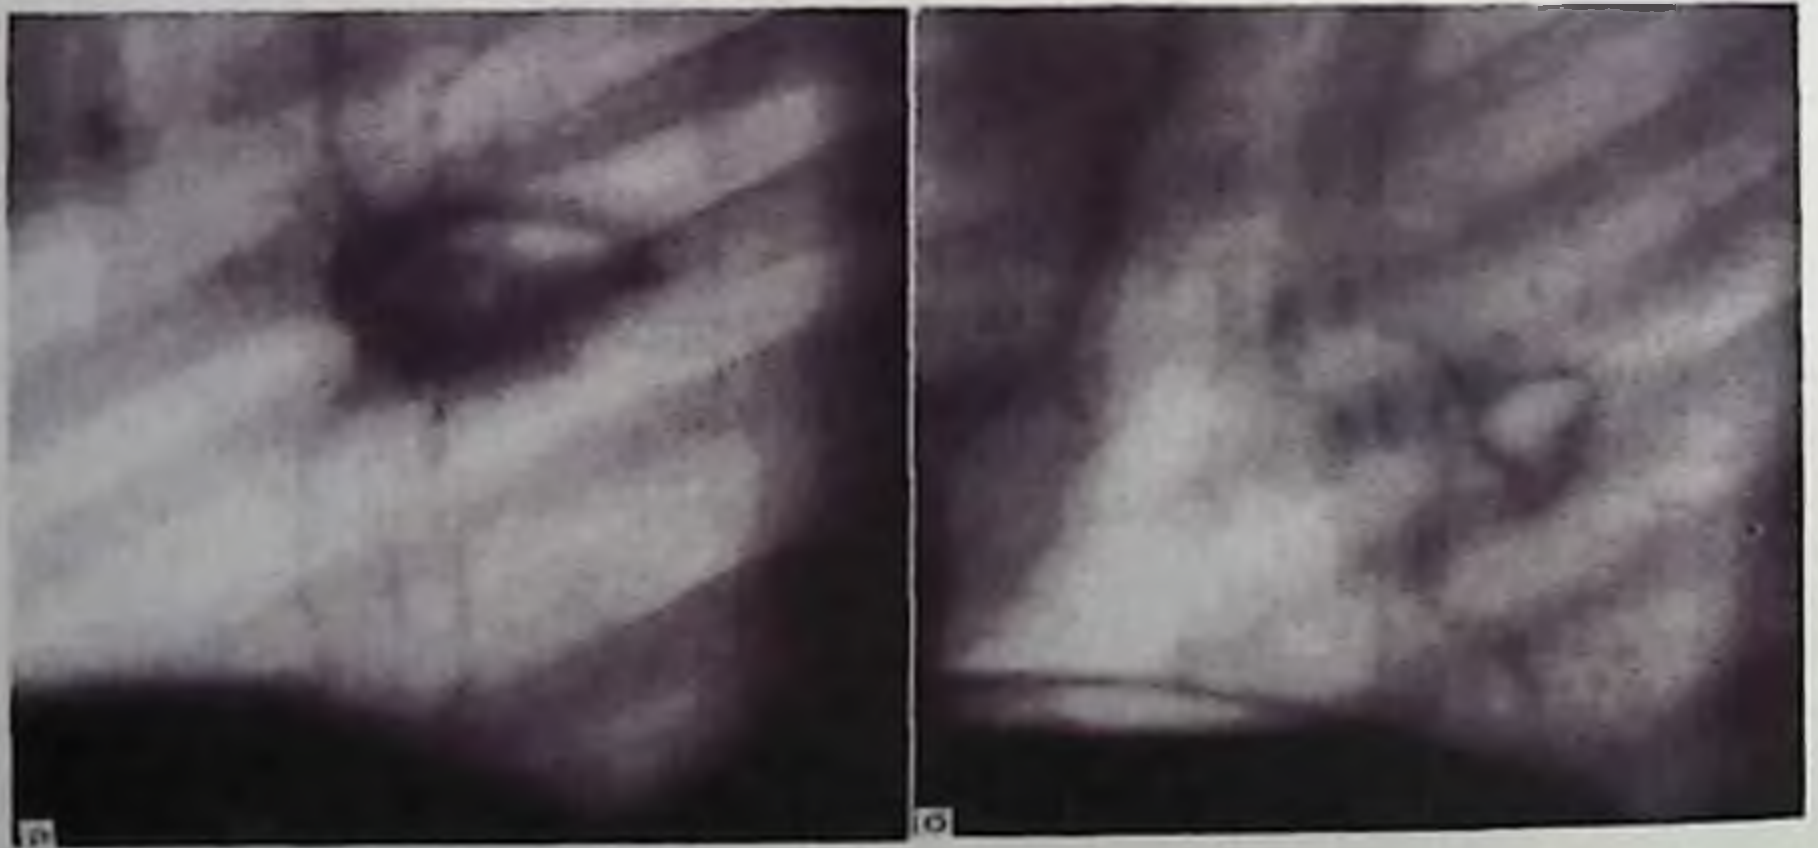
Боковые томограммы слева.
